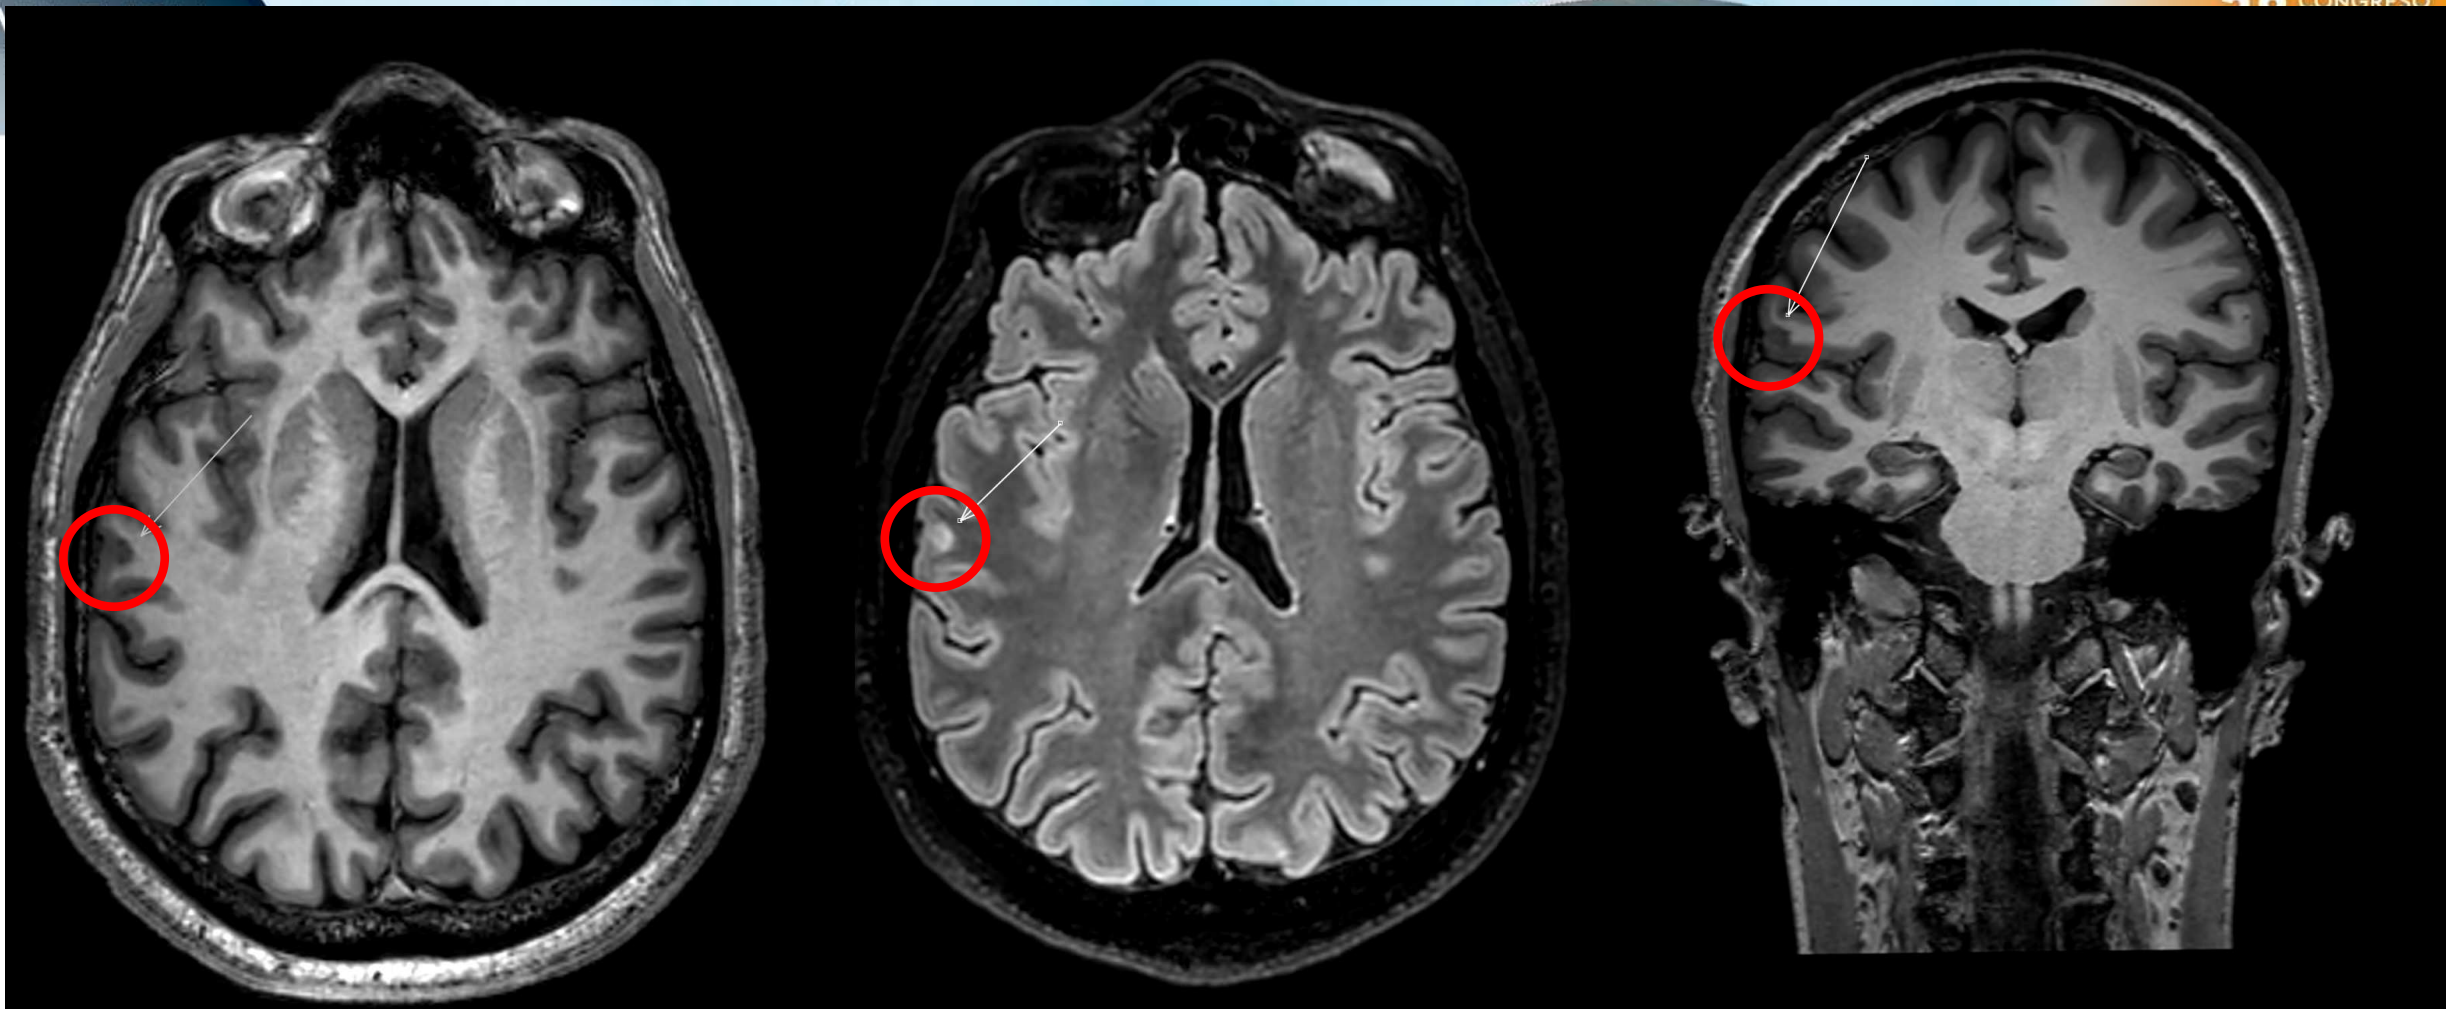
Engrosamiento cortical a nivel giro angular del lóbulo parietal derecho con aumento de la señal en T2/FLAIR de la región subcortical, todo ello compatible con *displasia cortical focal tipo II*.
